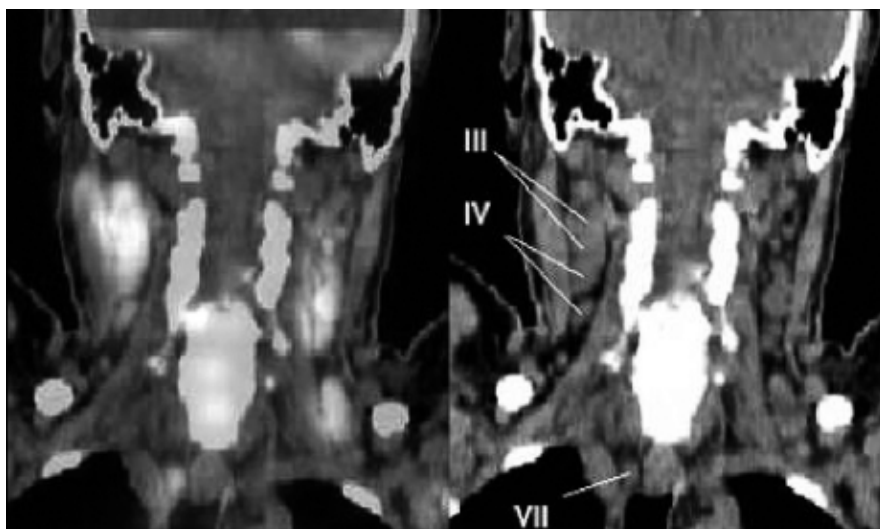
Corte coronal de fusión PET-CT, vista anterior niveles ganglionares III y IV.
